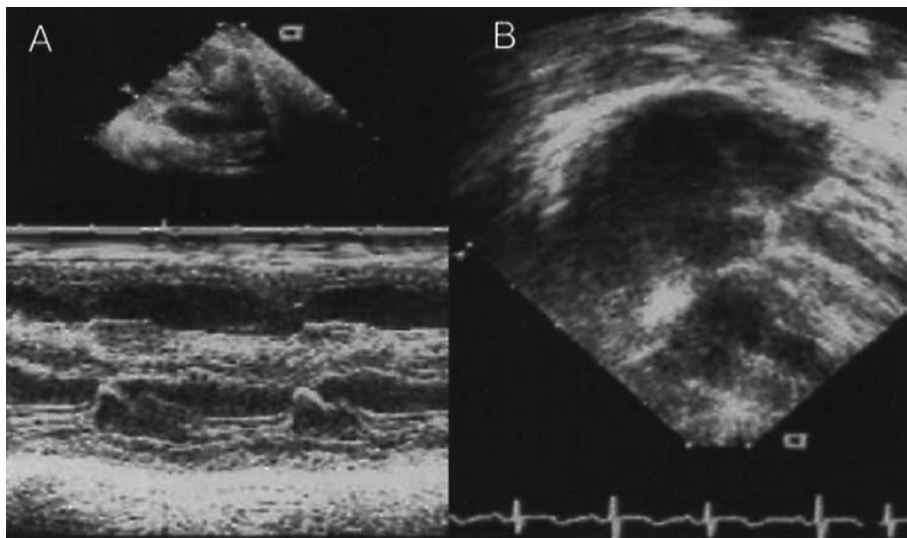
2-Dimensional echocardiogram shows thickened ventricular septum(A, B) and dilated right atrium and ventricle(B).
